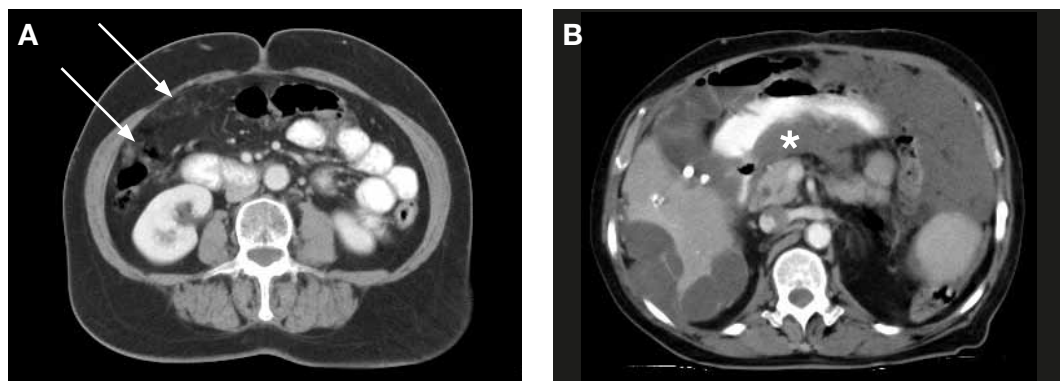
Diagnóstico de carcinomatosis peritoneal de origen colorrectal por TC. (A) Nodularidad sutil hiperdensa (flechas) sobre epiplón mayor (tumor no mucinoso), altamente sospechosa de carcinomatosis. (B) Masas tumorales hipodensas en un caso de carcinomatosis peritoneal mucinosa (epiplón en coraza, *scalloping* perihepático, ocupación subpilórica*).
